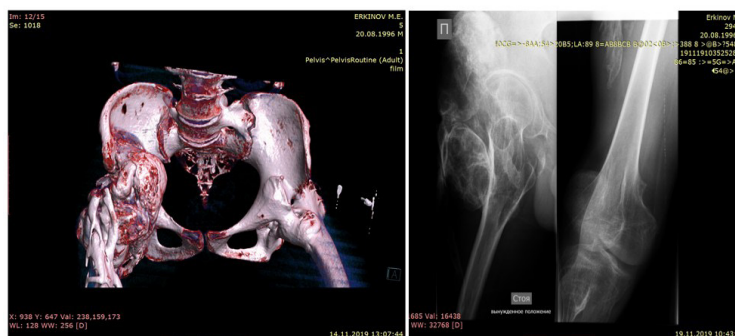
Больной 26 лет, компьютерная томография и рентгенограмма таза
